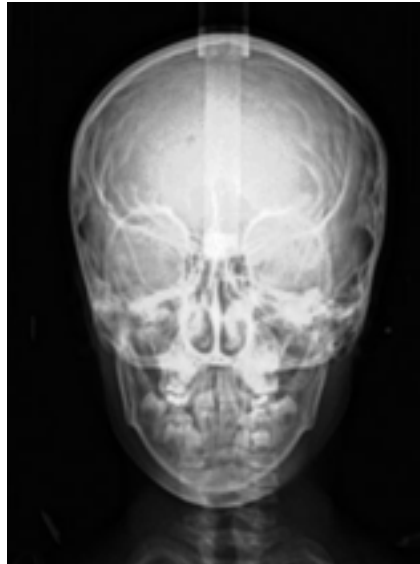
Téléradiographie de face révélant une endognathie maxillaire [9]
